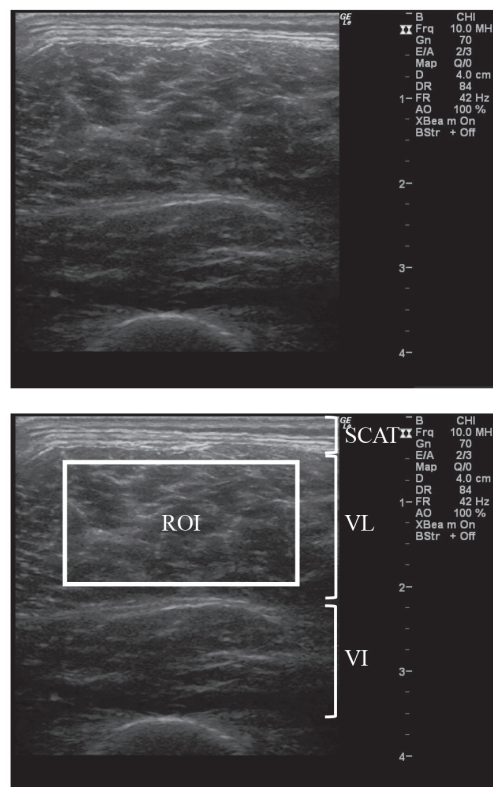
Representative B-mode ultrasound images of right-thigh of 75 year-old man taken from lateral side of the quadriceps femoris (upper) and images with description ROI: region of interest, SCAT: subcutaneous adipose tissue thickness, VL: vastus lateralis, VI: vastus intermedius. scale = cm
